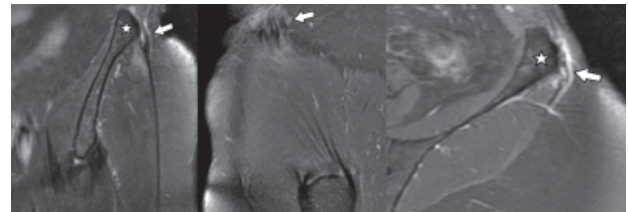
Entesite da origem da BIT. Estudo por ressonância magnética nos planos coronal (esquerda) e sagital (centro) ponderados em T2 com saturação de gordura e no plano axial pós-contraste (direita), que demonstra espessamento focal da BIT (setas), junto a sua origem na crista ilíaca, adjacente ao tubérculo ilíaco (asterisco), com pequena rotura/delaminação intrassubstancial e alterações inflamatórias circunjacentes, que envolvem também as fibras subjacentes do glúteo médio, junto a origem na tábua externa do ilíaco. Observe o evidente realce pós-contraste à direita, que sugere componente inflamatório.
